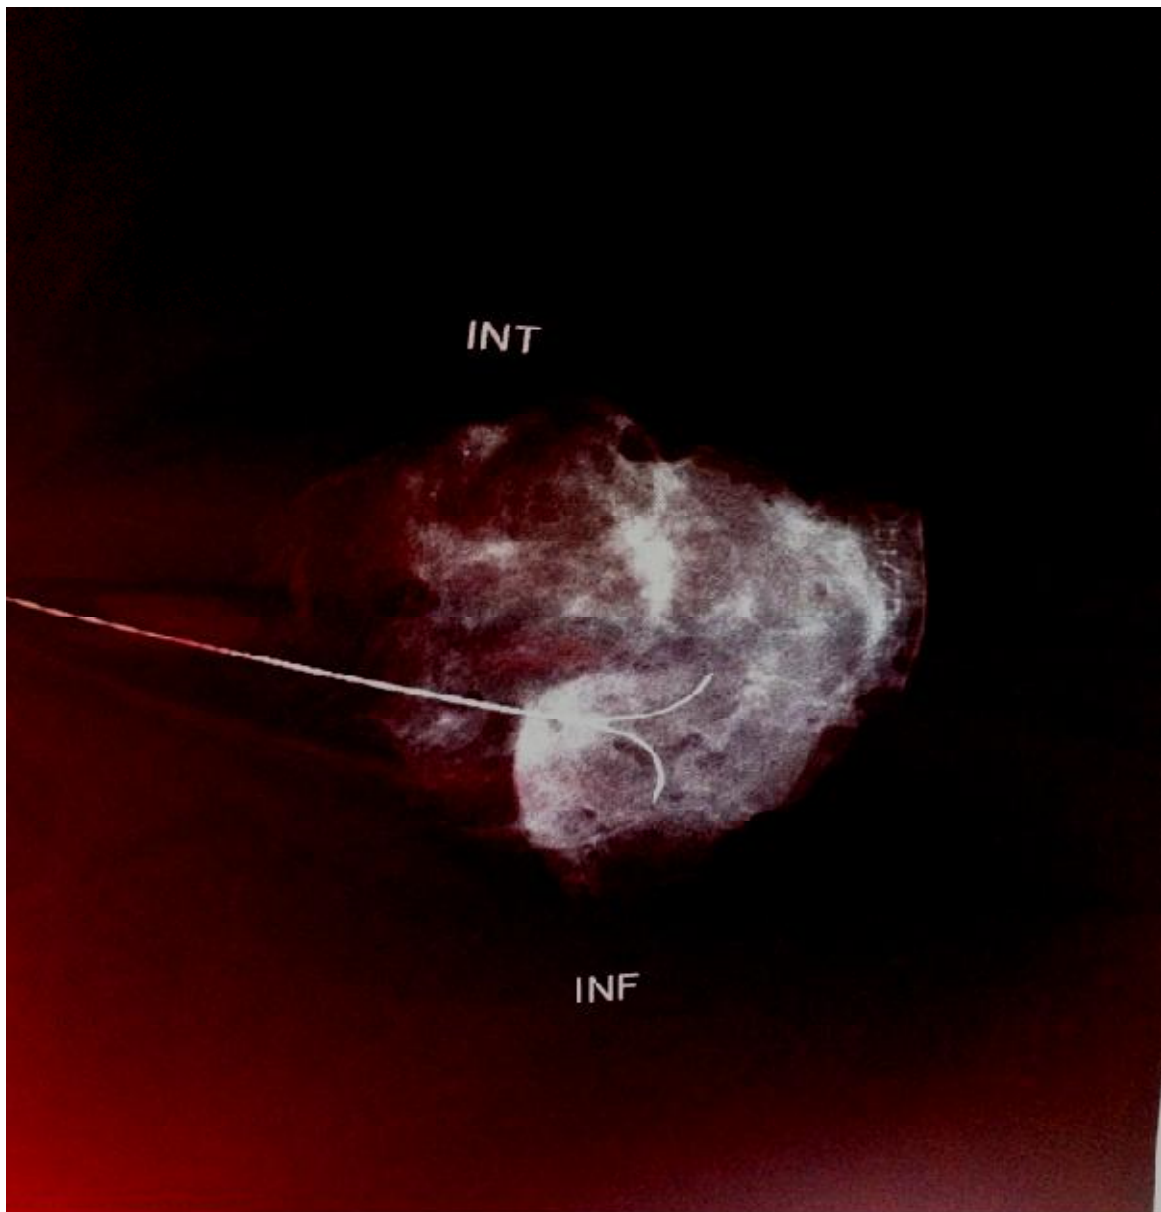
RADIOGRAPHIE DE LA PIECE OPERATOIRE
